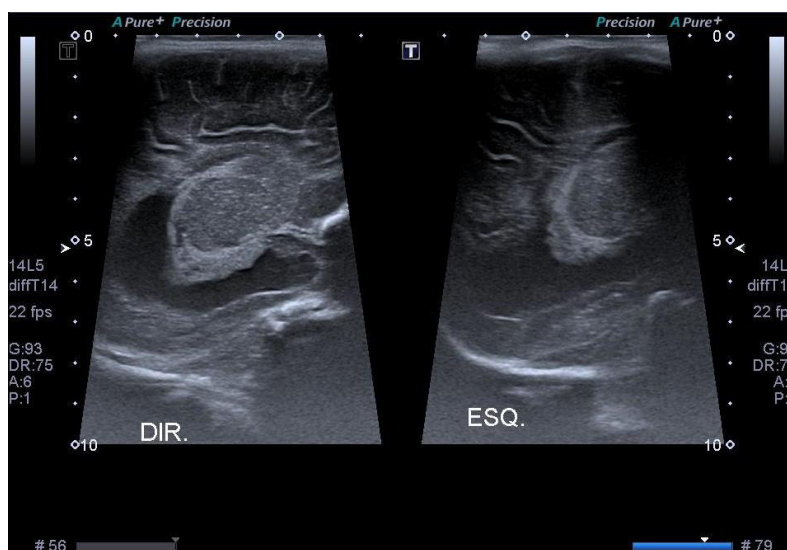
Corte axial do crânio fetal em ultrassonografia, evidenciando ventriculomegalia bilateral com dilatação dos ventrículos laterais (visualização em hemisfério direito e esquerdo).
